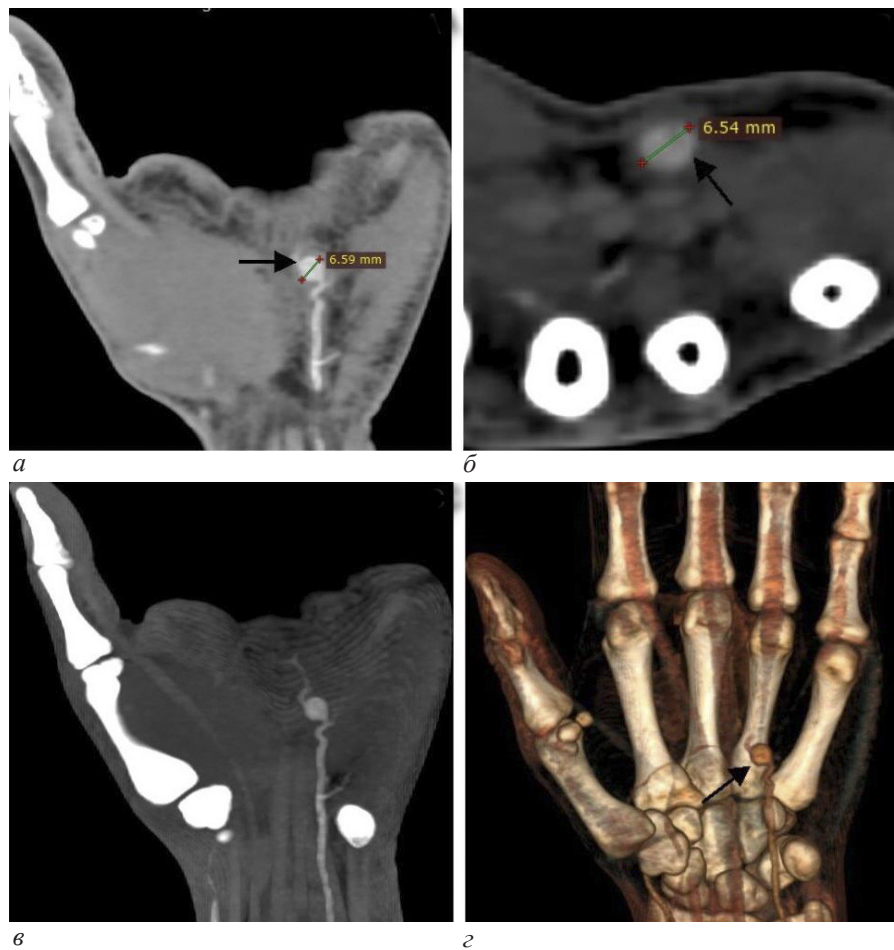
Данные МСКТ-ангиографии с контрастированием (а, б, в): аневризма левой локтевой артерии (отмечена черной стрелкой); аневризма на 3D-реконструкции (г)
